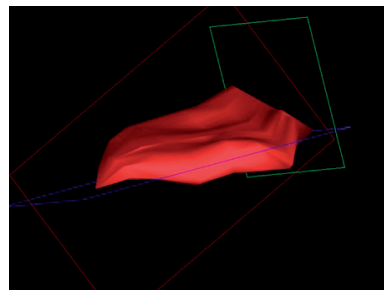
Obrazowanie 3D kaletki podbarkowo-podnaramiennej (SASD) z jednoczesnym uwidocznieniem unaczynienia ścian kaletki w opcji kolorowego dopplera
